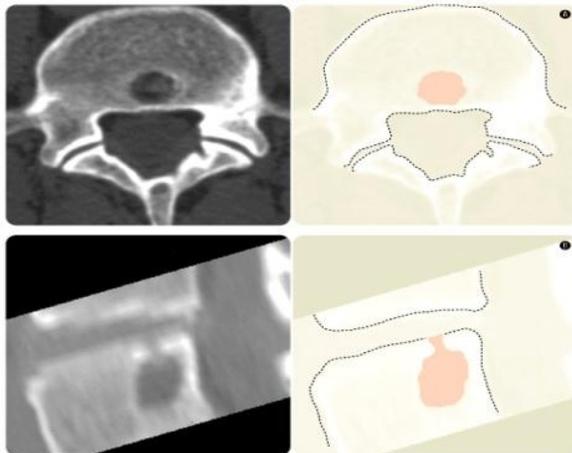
Toma de Tomografía
